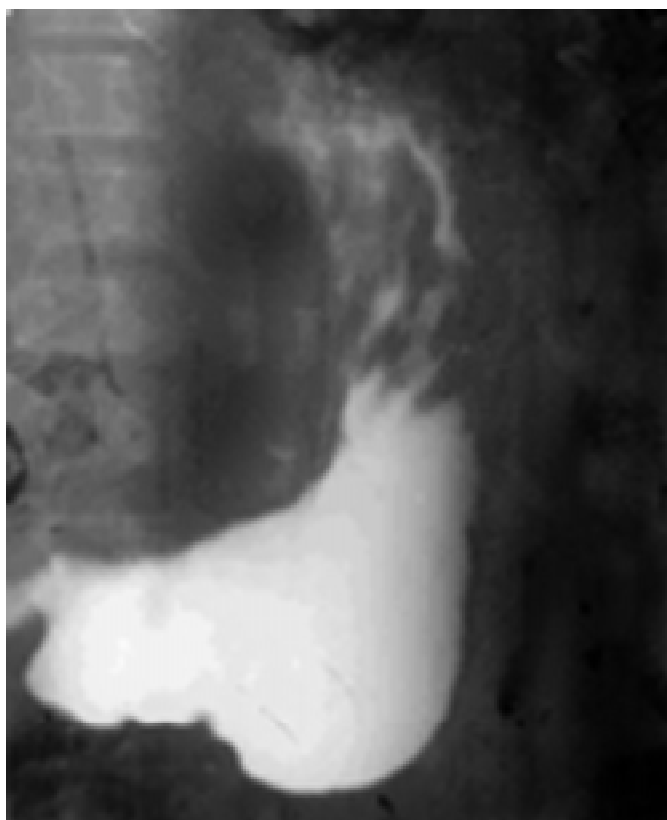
Рентгенограмма больного Я. 14 лет до операции
